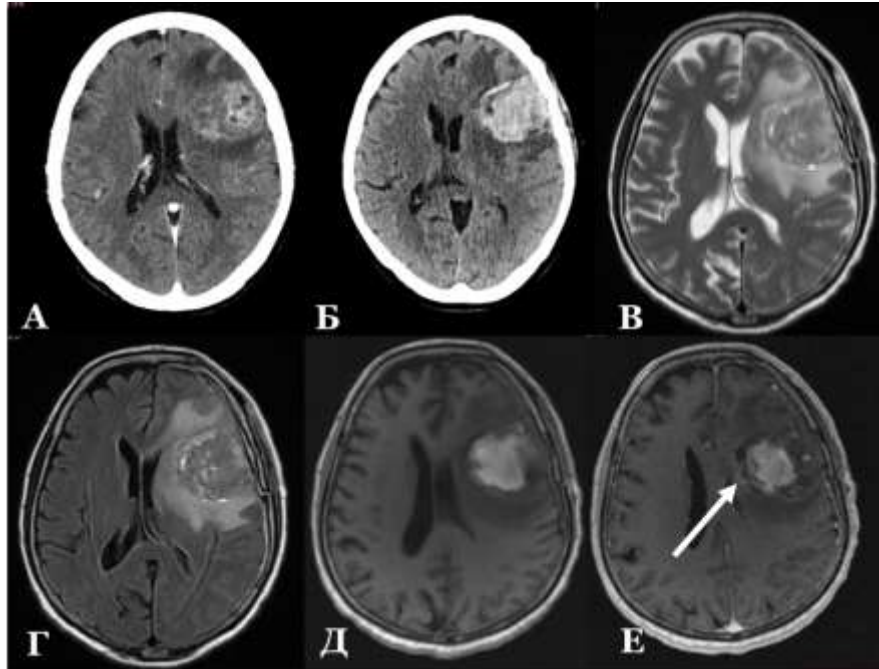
Типичный клинический пример первично-геморрагического паренхиматозного ВЧК после субтотальной резекции глиобластомы, жен., 73г. (К-ва В.П., и/б № 55401/2021) А – предоперационное КТ головного мозга с контрастированием, аксиальный срез. Контраст-накапливающая опухоль левой лобной доли. Б – КТ головного мозга, 1-е сутки после операции, аксиальный срез.
